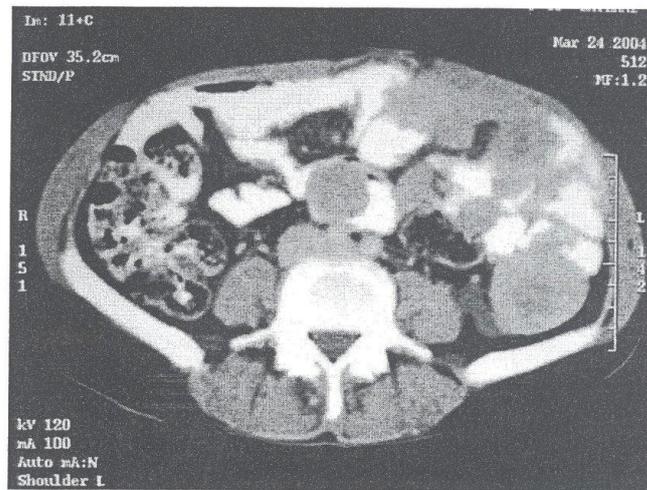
TDM abdominale avec ingestion de produit de contraste montrant de multiples tumeurs grêliques de différentes tailles
